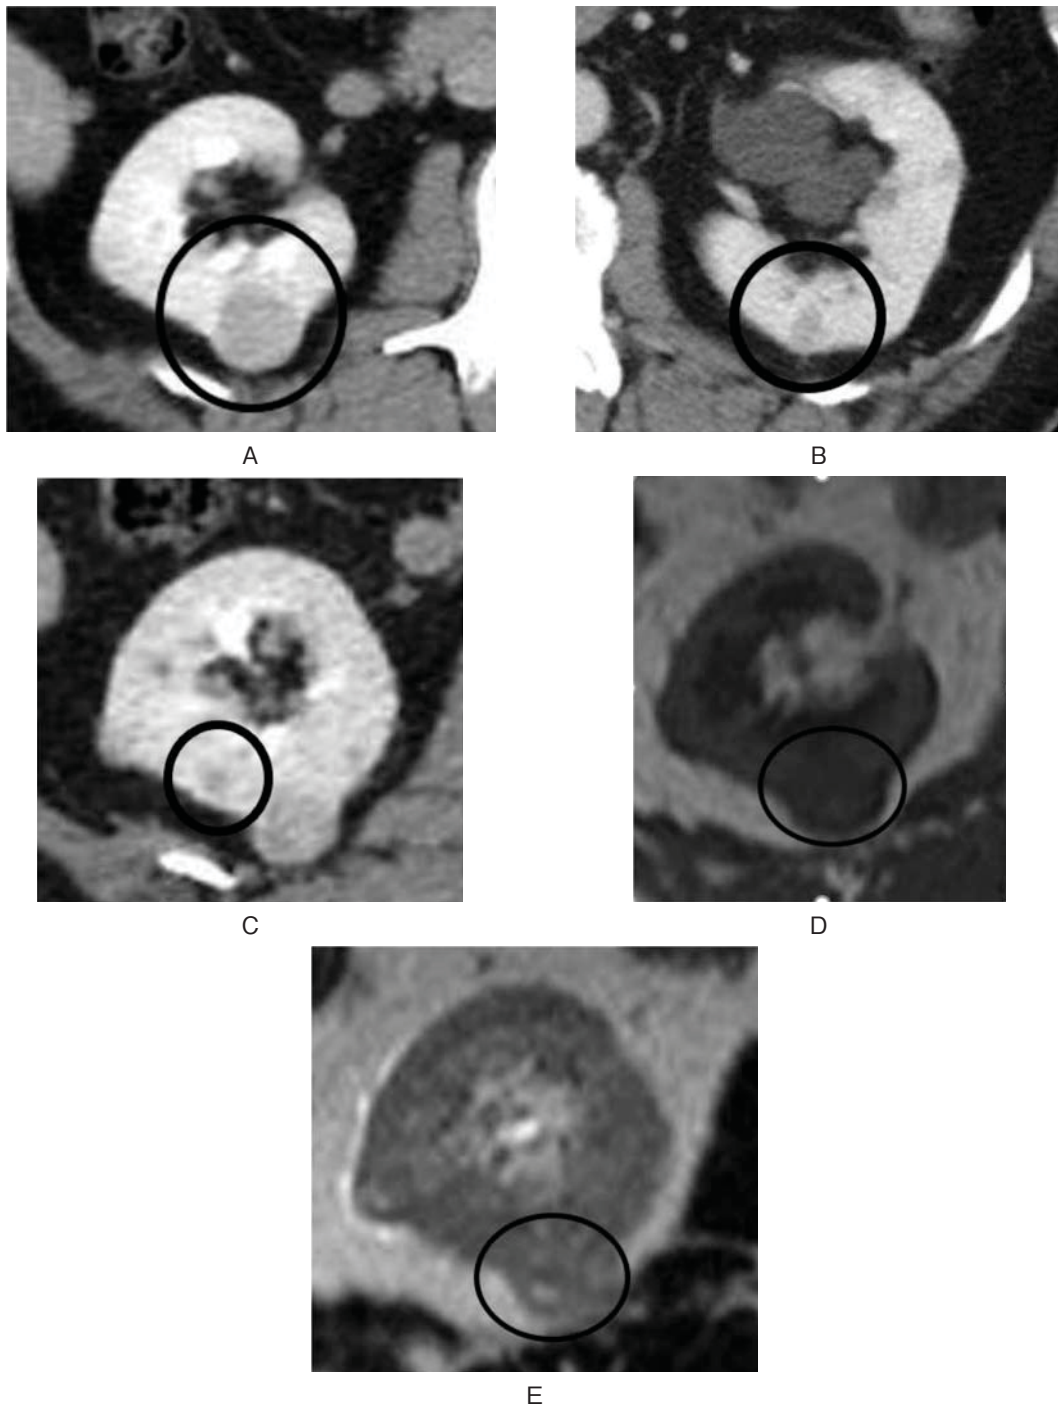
Contrast enhanced CT scan showed less enhanced bilateral multiple small renal masses in venous phase (A-C: circle). MRI demonstrated renal masses equal in T1 and T2-weighted phases (D, E: circle).
